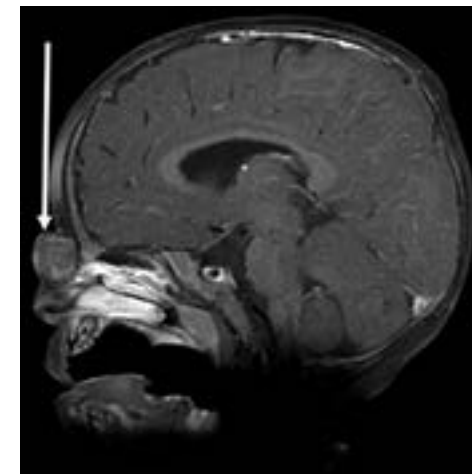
МРТ гліоми носа (стрілка).
